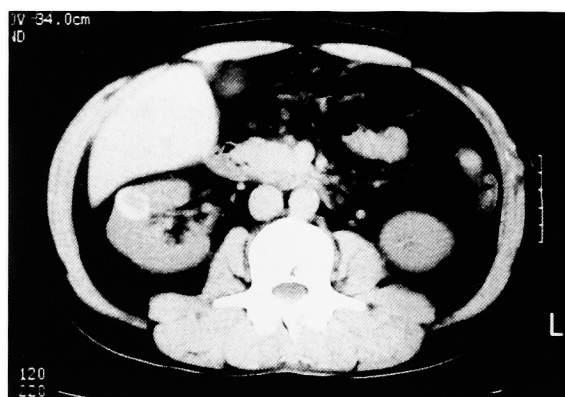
CT scan revealed a renal tumor surrounded by high density area in the middle pole of right kidney.
